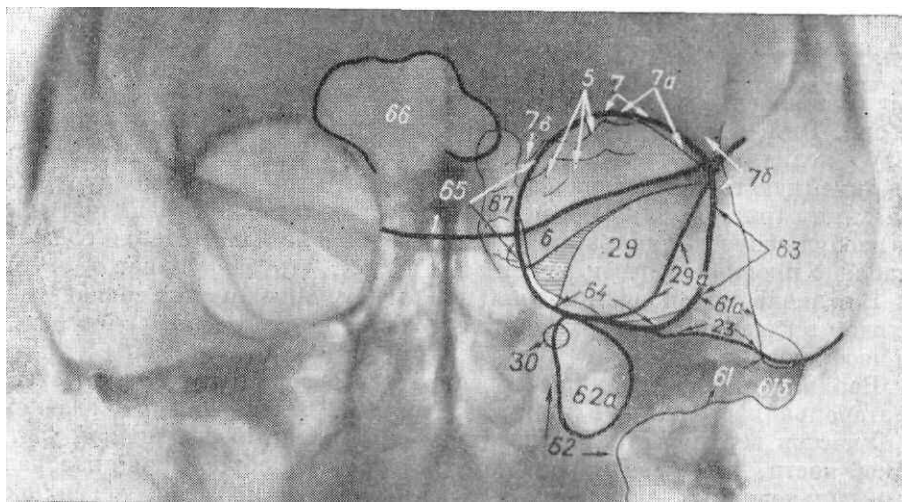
Обзорная рентгенограмма глазницы в передней (носо-подбородочной) проекции (угол наклона 70°).
